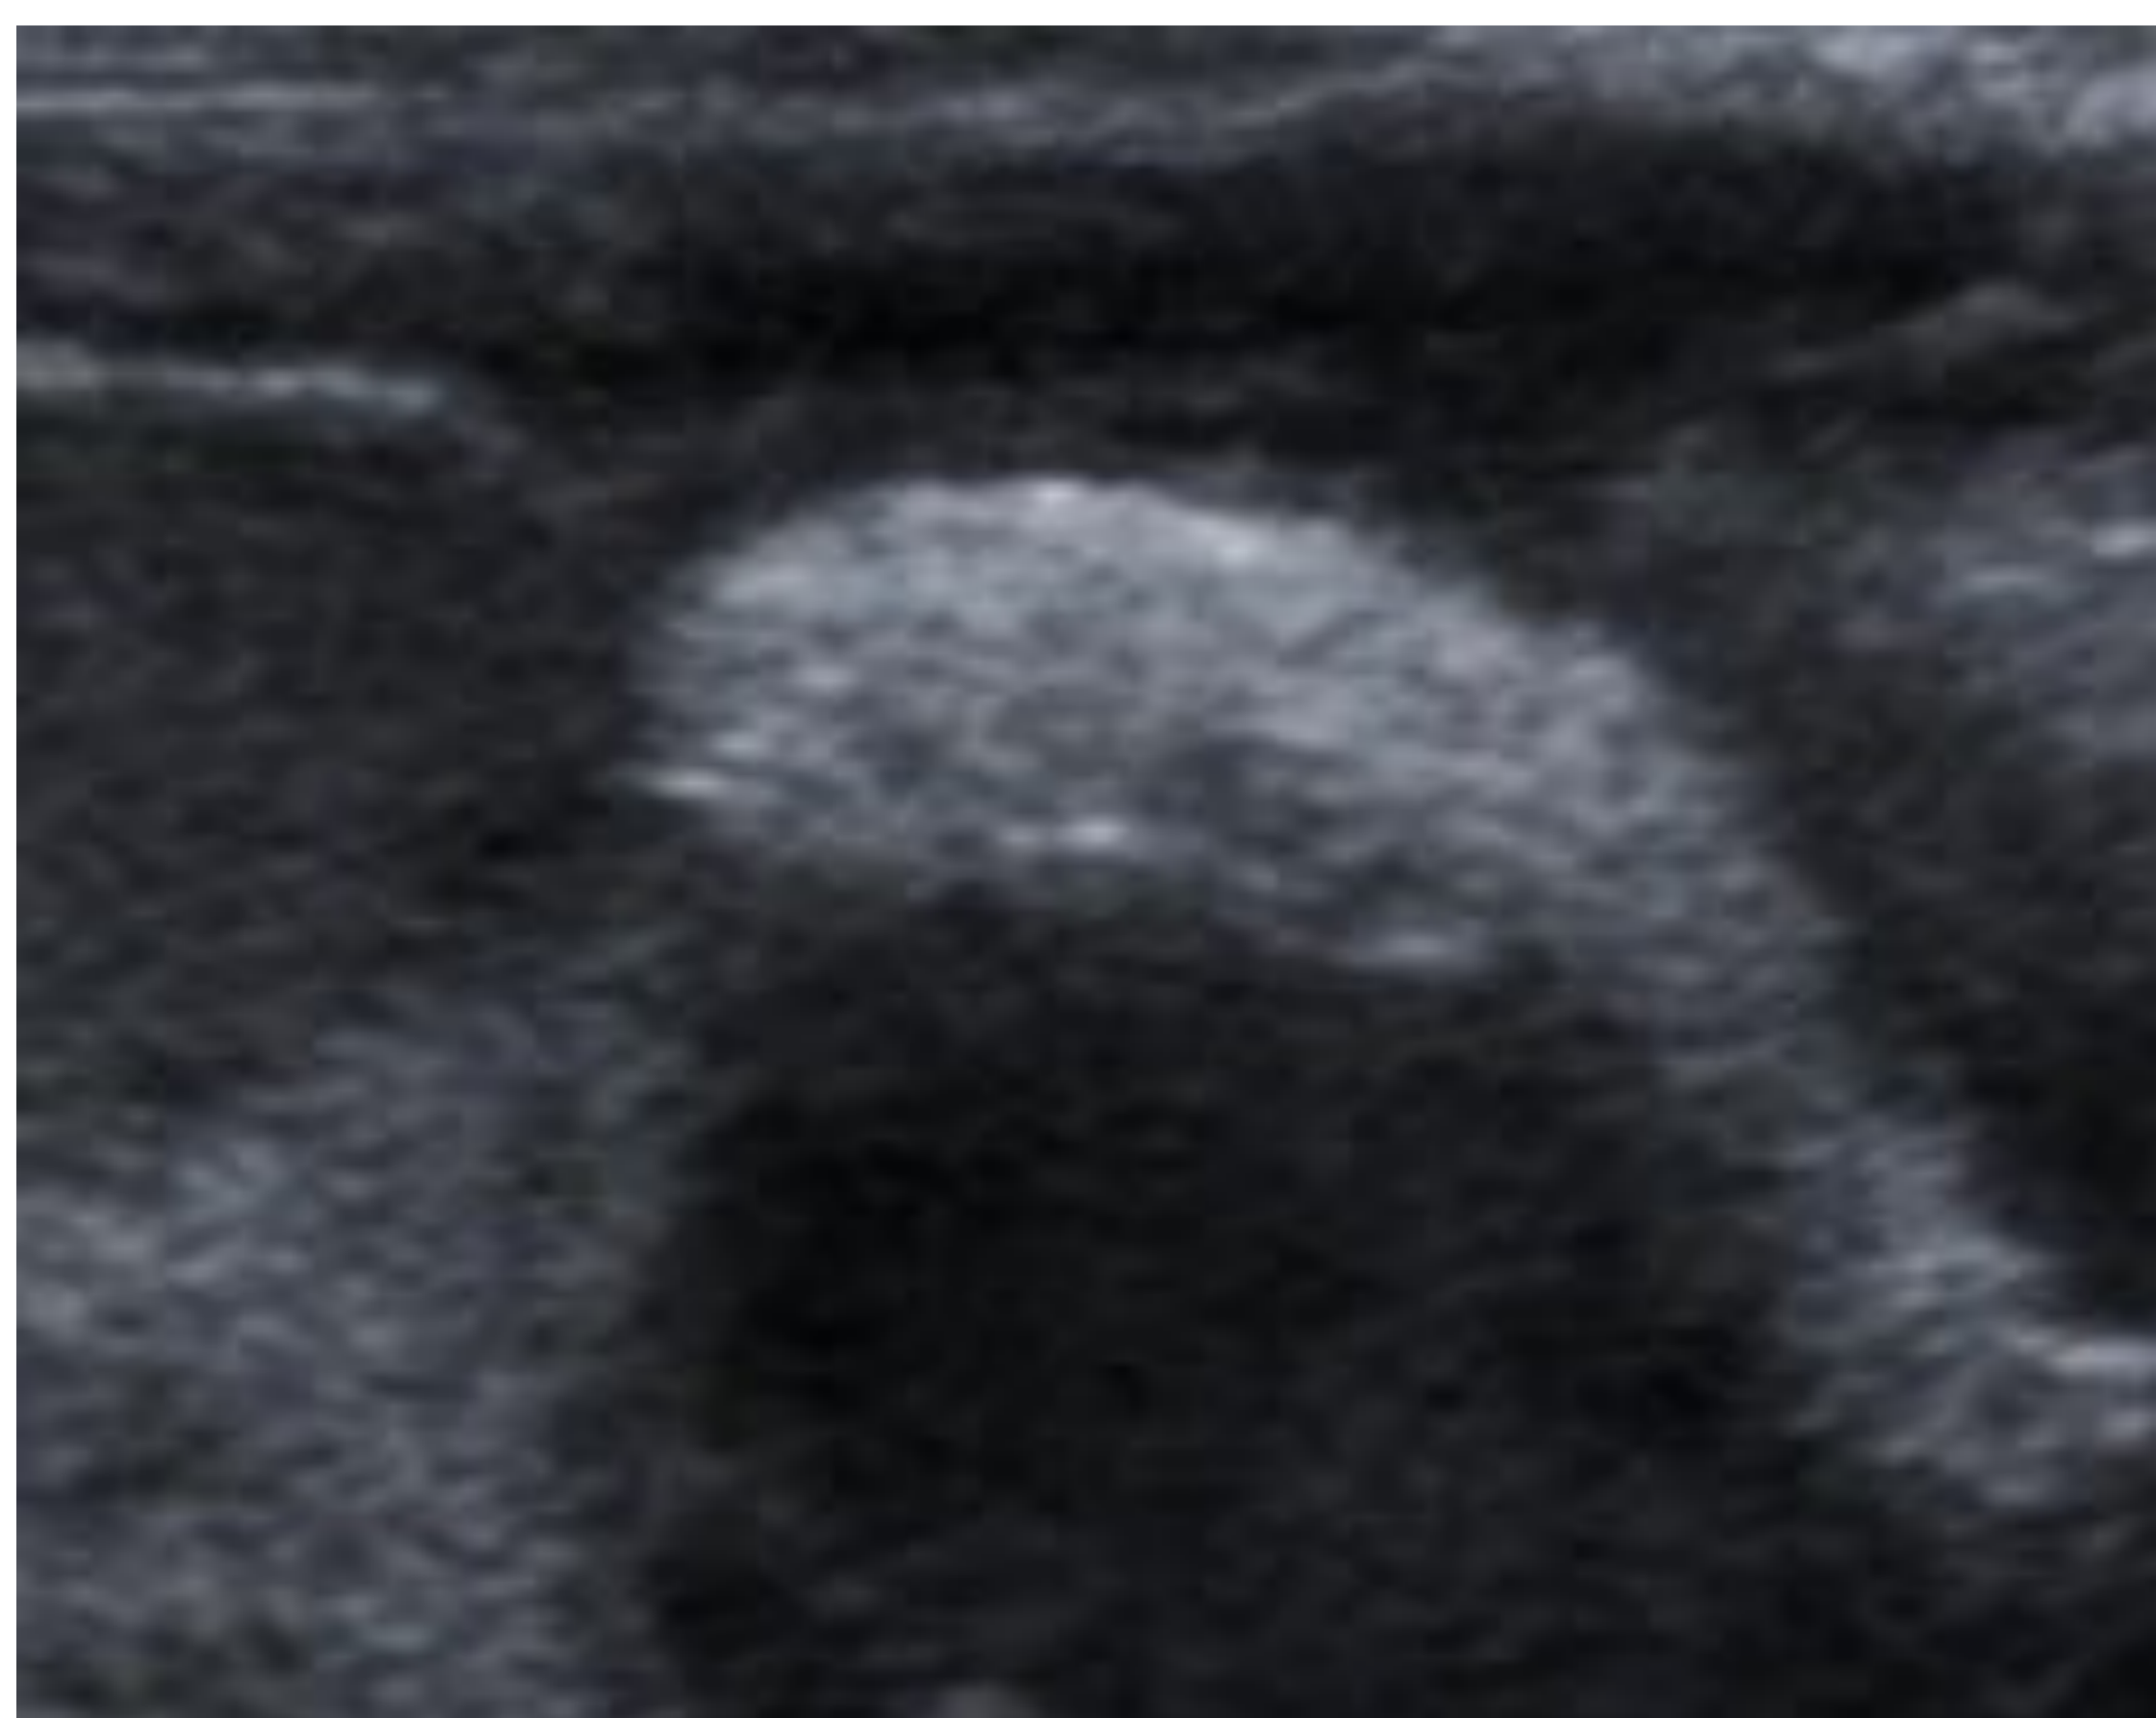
Imágenes de ecografía
